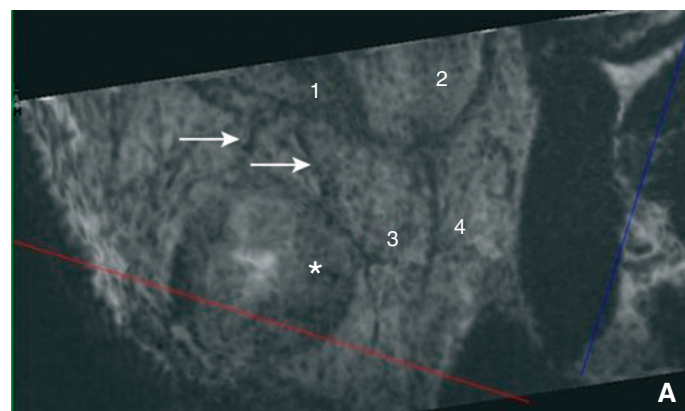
Imagerie par résonance magnétique (IRM). Visualisation du nerf facial (flèches) par rapport à la tumeur (astérisque) et au parenchyme. Si l'examen IRM est réalisé sur un imageur de champ magnétique élevé (3T), il doit comporter une séquence spécifique pour le repérage du nerf facial intraparotidien. 1. Branche temporofaciale du nerf facial ; 2. tronc commun du nerf facial ; 3. branche buccale du nerf facial ; 4. branche cervicofaciale du nerf facial.
